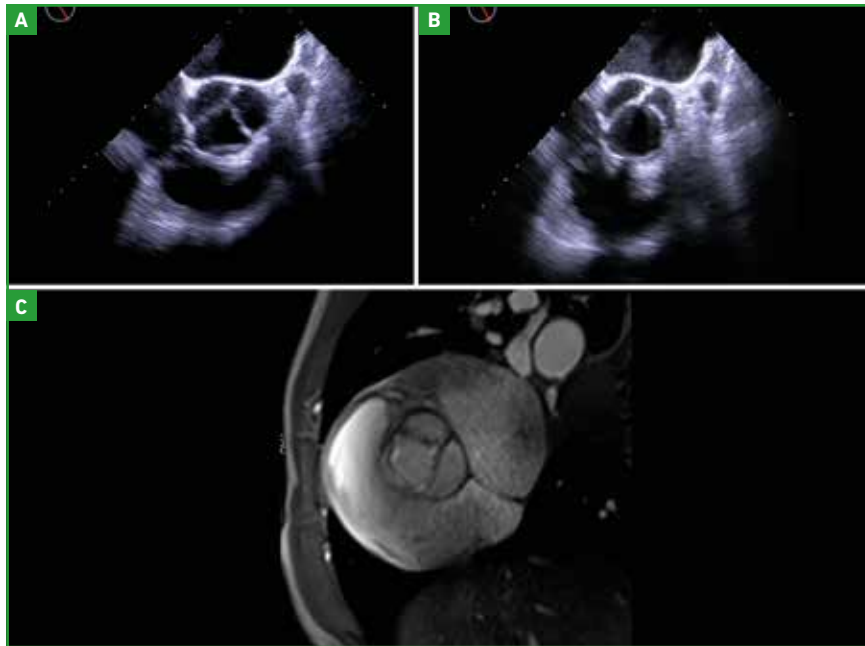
Bicuspidie fuyante de type I N-L avec raphé partiel, de diagnostic difficile en échocardiographie (A en protosystole et B en télésystole) comme en IRM. L'analyse peropératoire de la valve confirmera la présence d'un raphé calcifié au niveau de la commissure entre la sigmoïde antérieure gauche et la non-coronaire.
